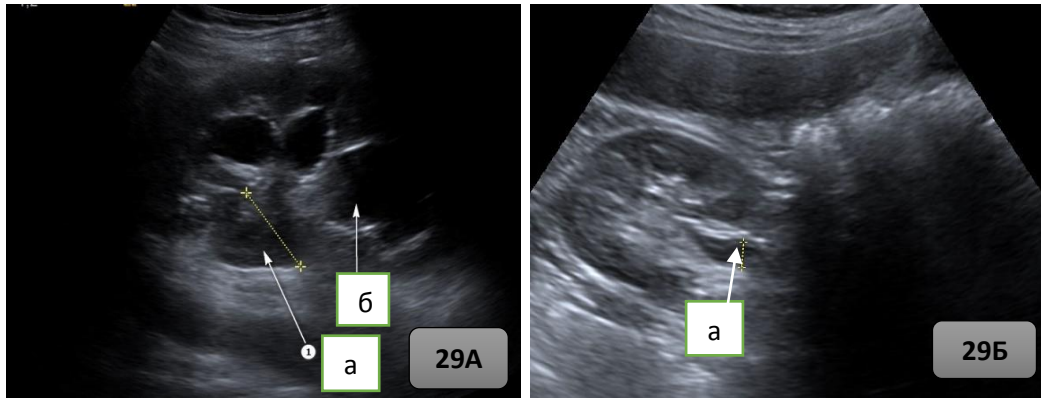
Рисунок 29А и 29Б – Ультразвуковая томограмма расширения чашечно-лоханочной системы почек: а) расширение лоханки; б) расширение чашечек.
